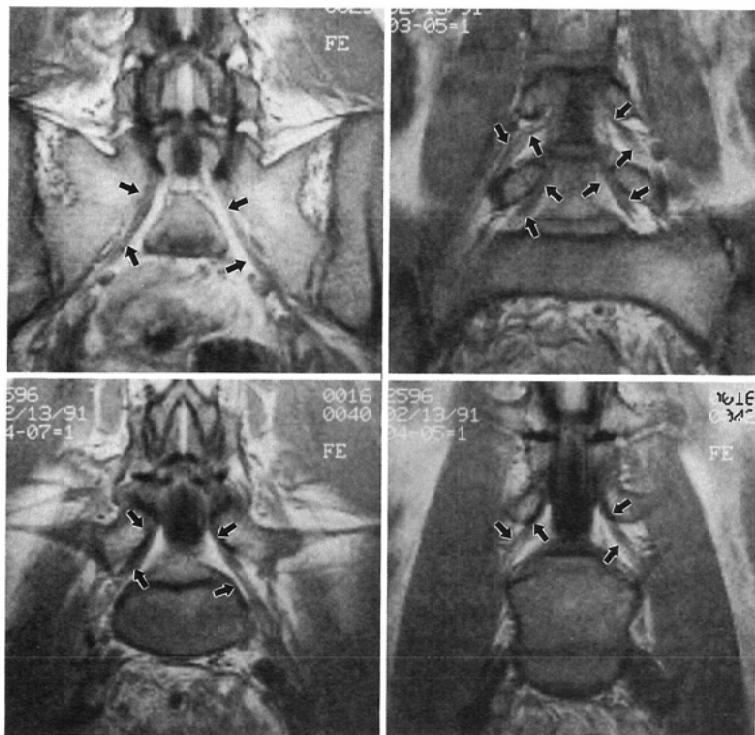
Coronal MR images show S1 (top, left) and L5, L4 (top, right) nerve roots. Half coronal MR images present L5 (bottom left) and L4 (bottom right) nerve roots. (arrows; nerve root)
